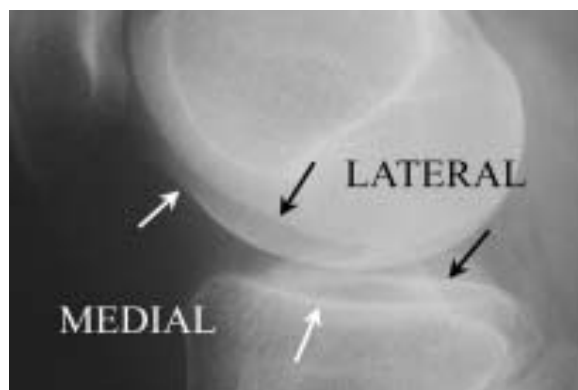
Différenciations des surfaces fémorotibiales de profil sur une radiographie de profil du genou.
